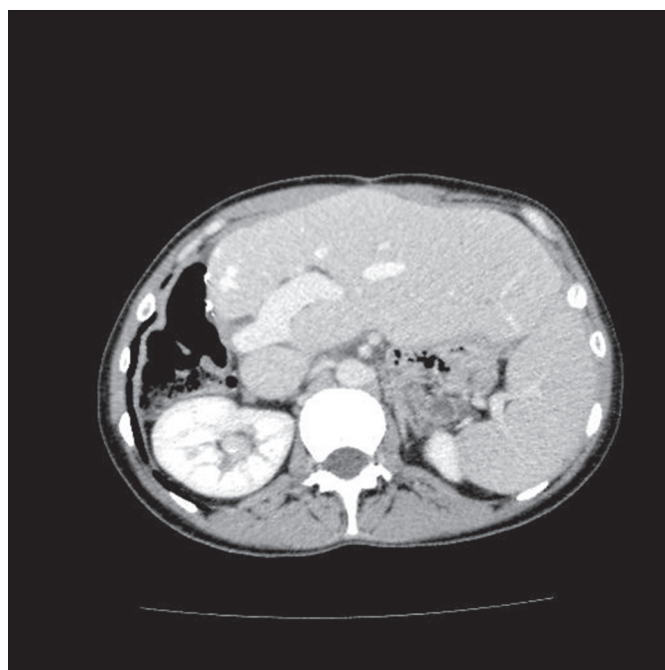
СКТ печінки, аксіальна проекція. Печінка після правобічної ГГЕ. Одна часточкова ВВ спрямована в збережену ліву частку. На рівні біфуркації стовбура ВВ обрив правої часточкової ВВ (рівень резекції)
